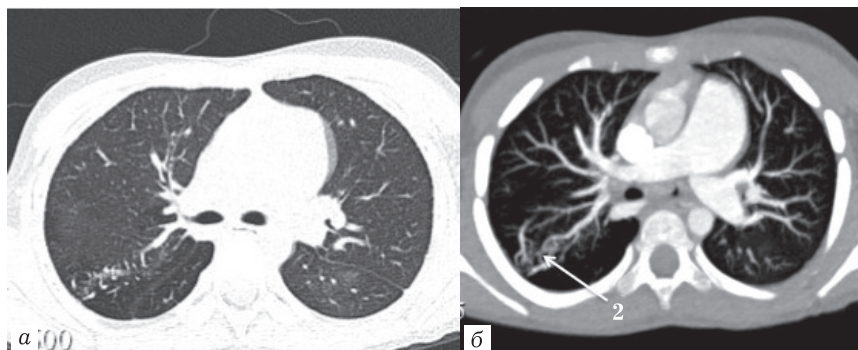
Девочка 4 лет. Лечится по поводу левосторонней нижнедолевой пневмонии. Рентгенологически — очаги в верхней доле правого легкого. МСКТАг в аксиальной (а, в) плоскости, мультипланарные реформации (б, г).
